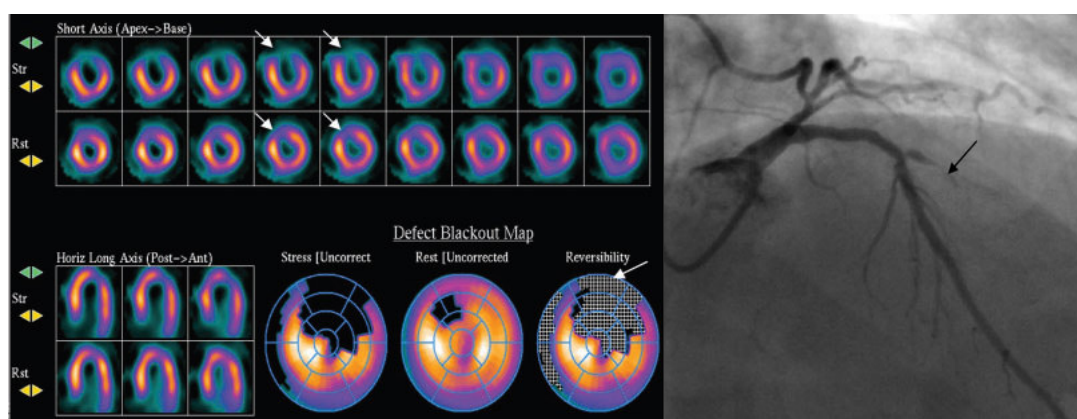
Izquierda: SPECT con isquemia reversible en la pared ventricular anterior (flechas blancas). Derecha, correlación angiográfica: oclusión de una rama diagonal (flecha negra).
